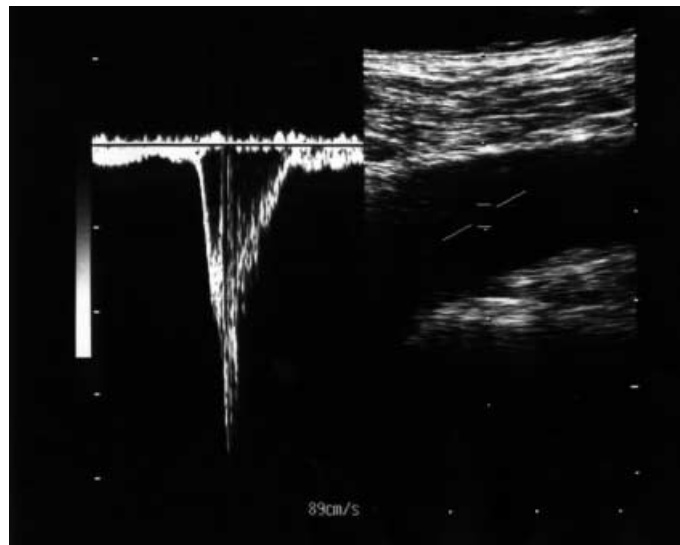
▲ Duplexsonographische Darstellung des Blutflusses nach Wunstorfer Manöver im Stehen, gemessen in der V. femoralis comunis
